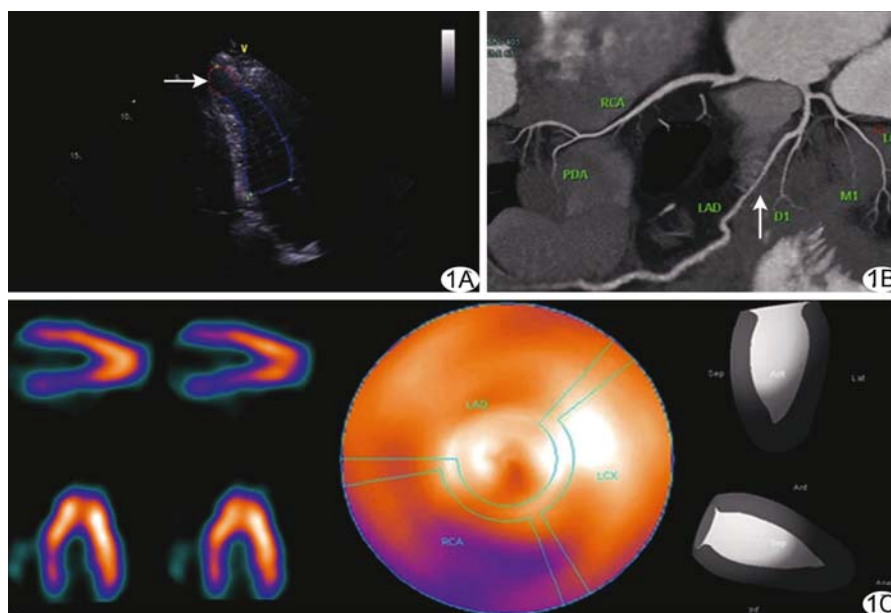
ApHCM 伴心尖部室壁瘤形成 A. 超声显示左心室心尖部室壁瘤 (箭); B. 冠状动脉 CTA 示左前降支近段心肌桥伴管腔轻度狭窄 (箭); C. MPI 示左心室心尖部显像剂摄取增加, 呈“铲形”改变 (RCA: 右冠状动脉; PDA: 后降支; LAD: 左前降支; D1: 第一对角支; M1: 第一钝缘支; LCX: 左回旋支)
